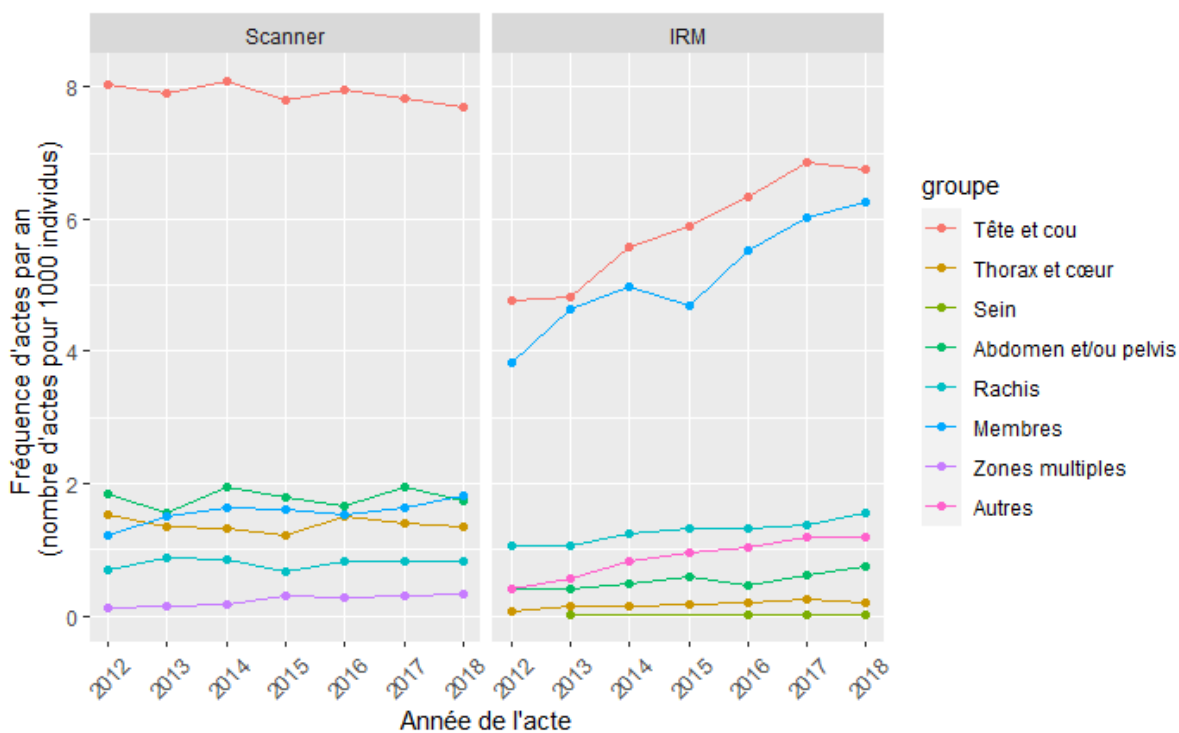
Evolution sur la période 2012-2018 de la fréquence d'actes (nombre d'actes pour 1000 individus) selon le groupe d'actes (zone anatomique) : comparaison scanner-IRM
